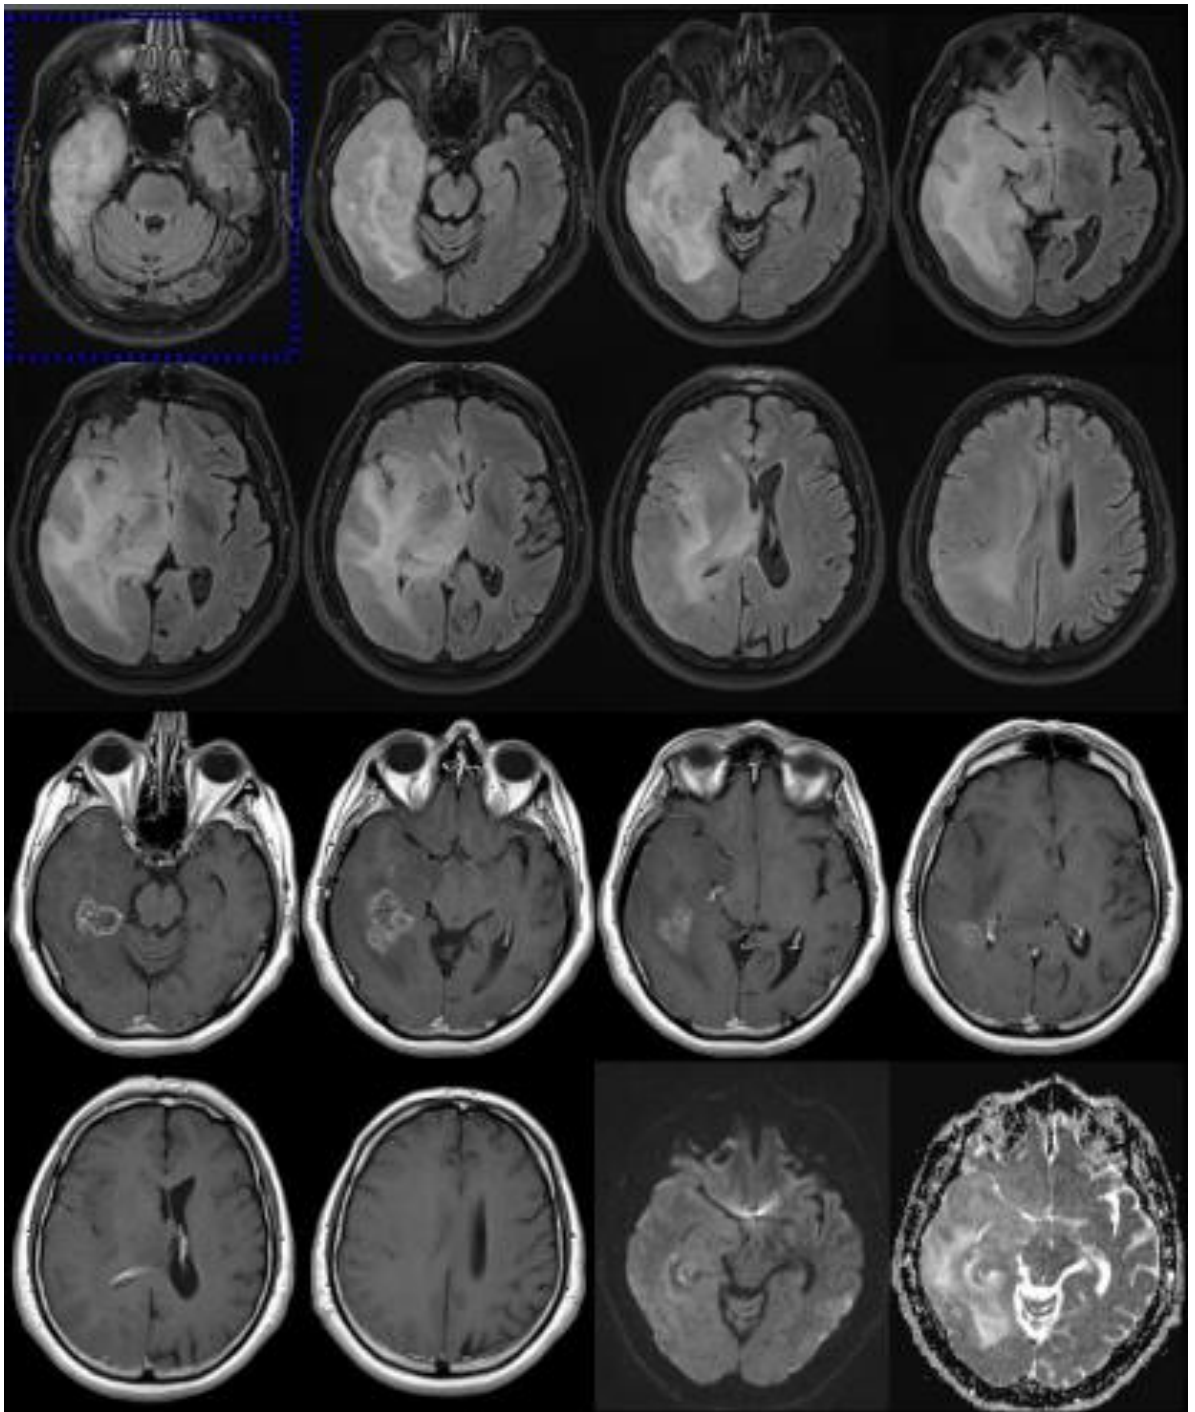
Magnetska rezonanca mozga, T1, intravenski kontrast (multipla skleroza)
